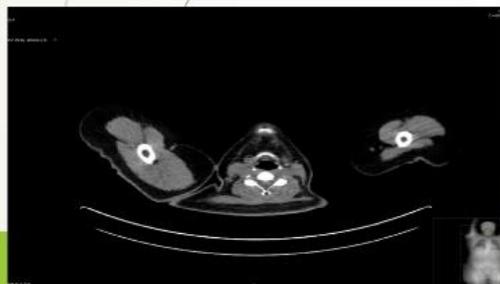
TC cervical. Nódulo de 13mm elongado de localización tiroidea lateral derecha.
